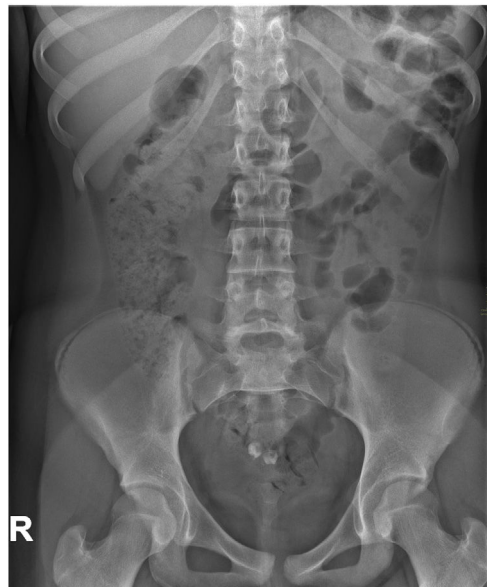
Radiografía simple anteroposterior de abdomen que muestra 2 imágenes con densidad calcio y forma de pieza dentaria en hipogastrio.
